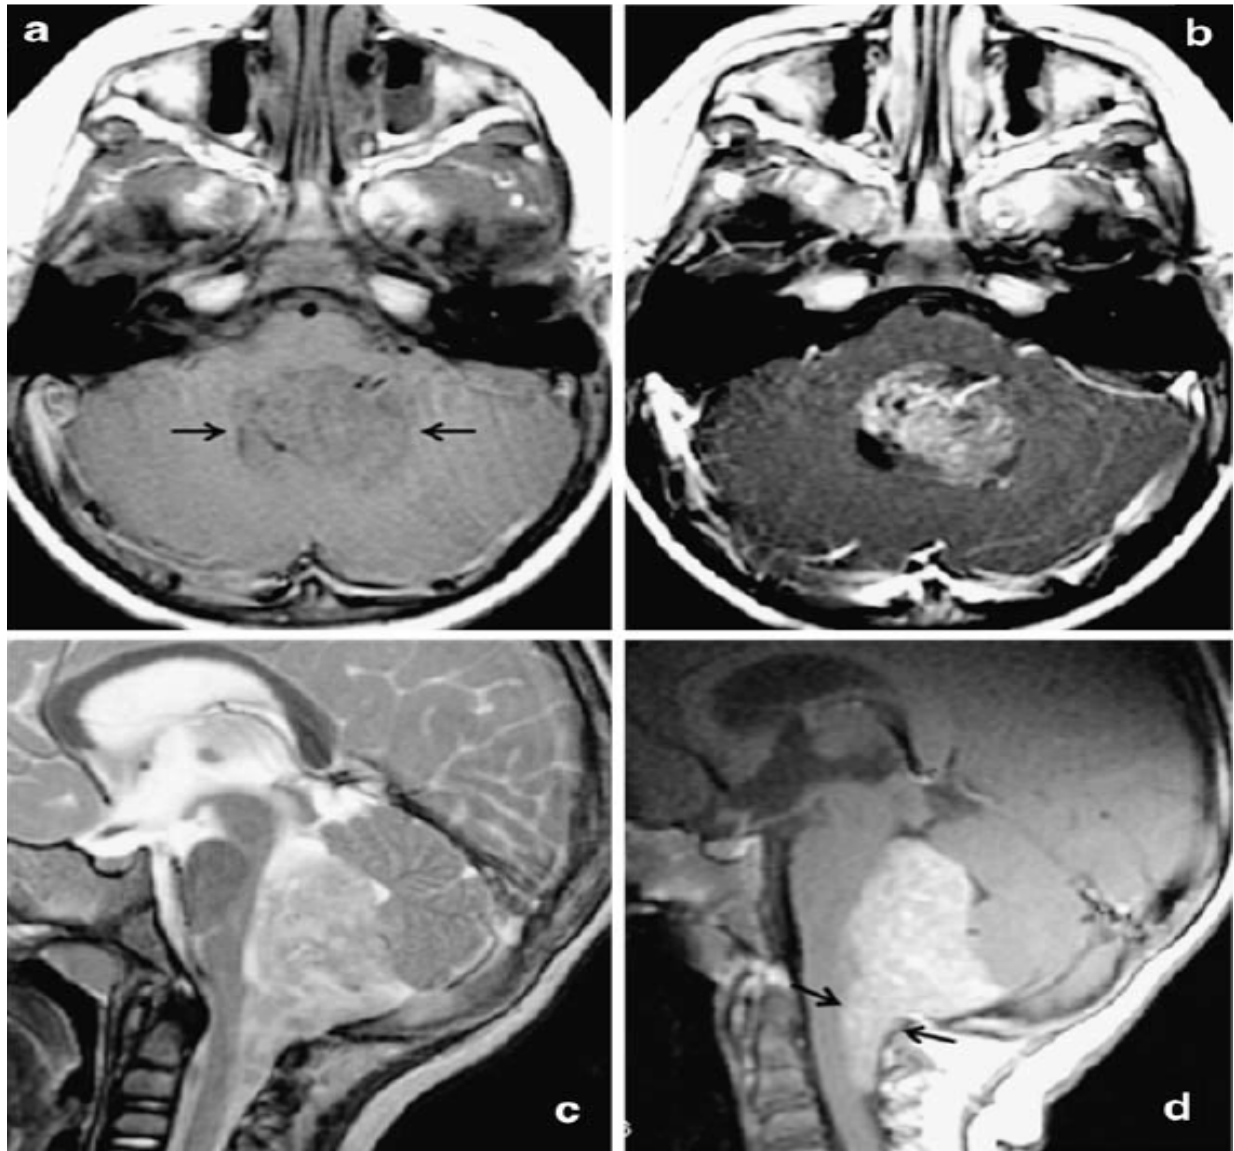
Aspect classique de l'IRM d'un épendymome de la FCP
